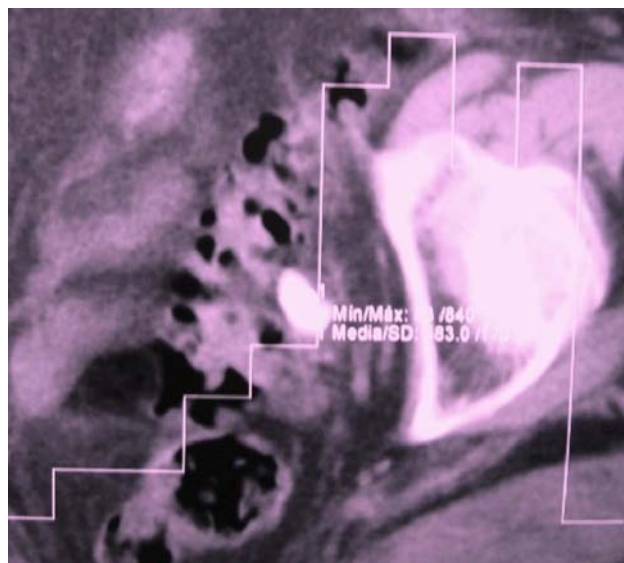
Medición de la densidad litiásica con TC
